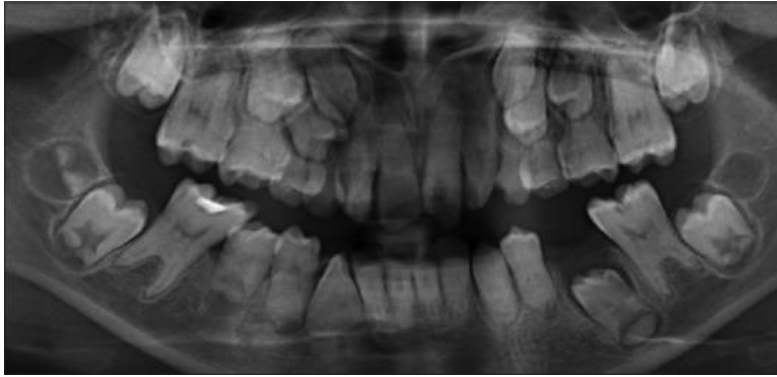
Ortopantomograma que muestra displasia de dentina generalizada Tipo I con cámaras pulpares obliteradas con raíces cortas / ausentes con cálculos pulpares y aspecto de taurodontismo en los molares.⁴²
